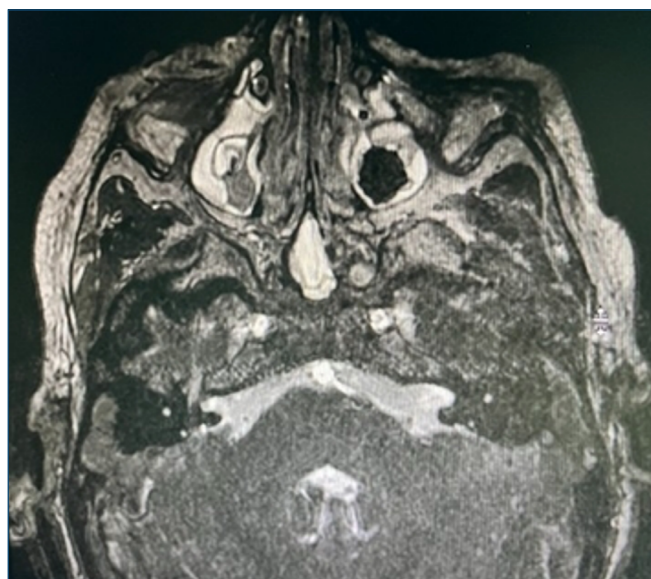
Ressonância magnética de encéfalo.
